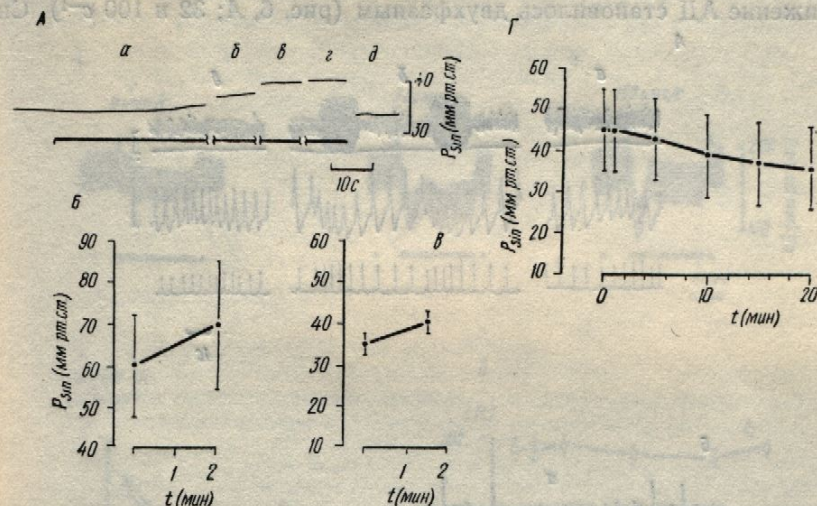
Изменения перфузионного давления (P_{sin}) в изолированном, перфузируемом каротидном синусе в режиме постоянного расхода каротидного синуса при различных воздействиях.
